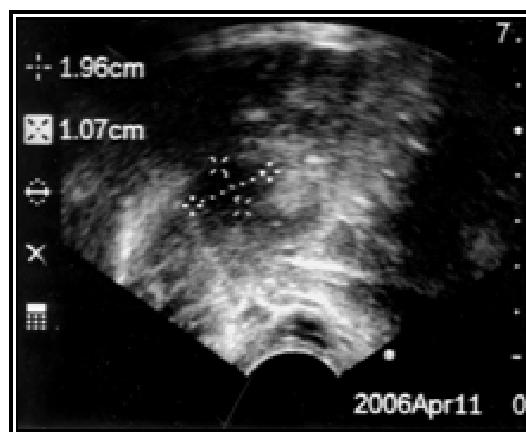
Ecografia endovaginal: ovário direito de aspecto multifolicular; ovário esquerdo não identificado.
